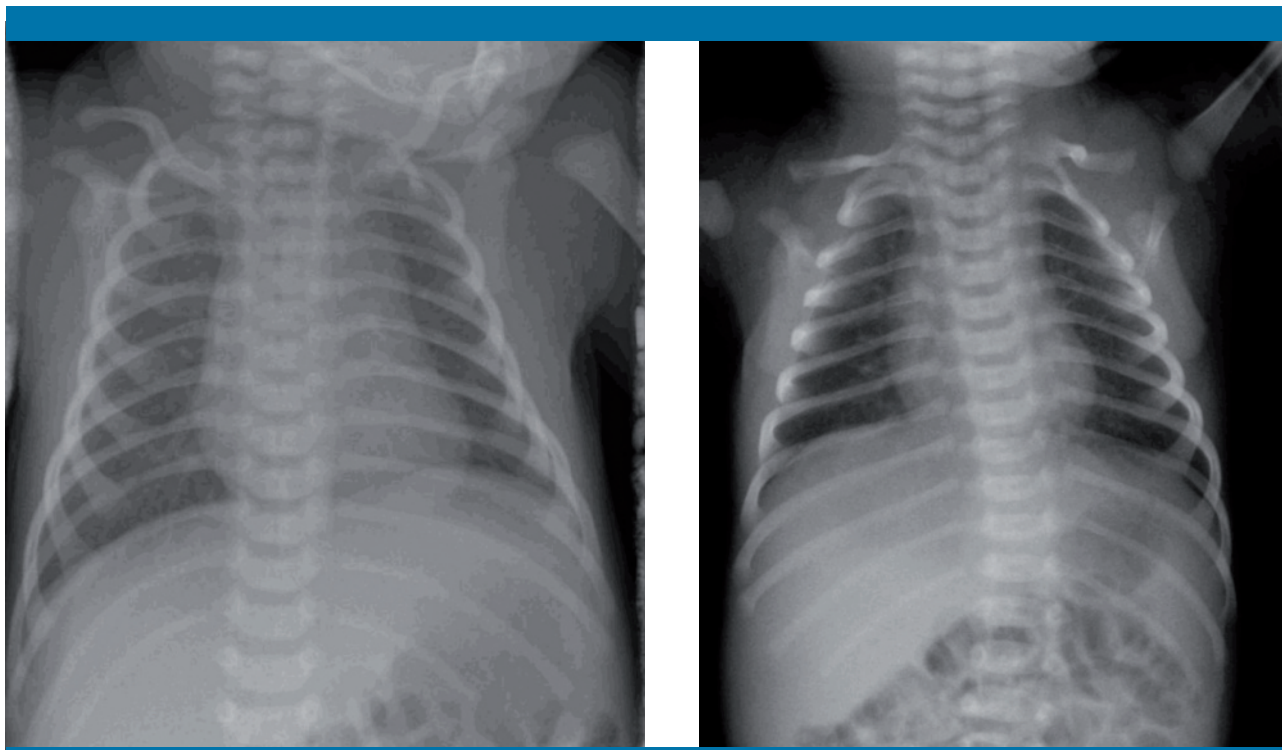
Radiografía de tórax: a la izquierda se aprecia una asimetría diafragmática durante la crisis de hipo; a la derecha se observa el tórax normal
